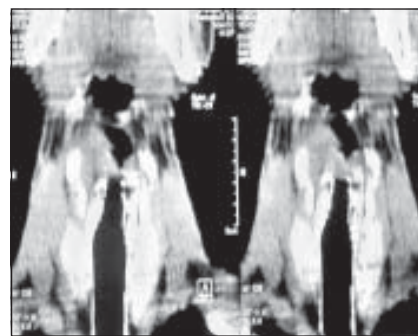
Магниторезонансная томограмма гортани
